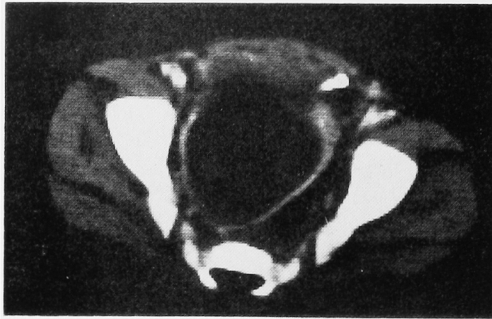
Echography and CT scan demonstrated a right-sided cystic pelvic mass.
